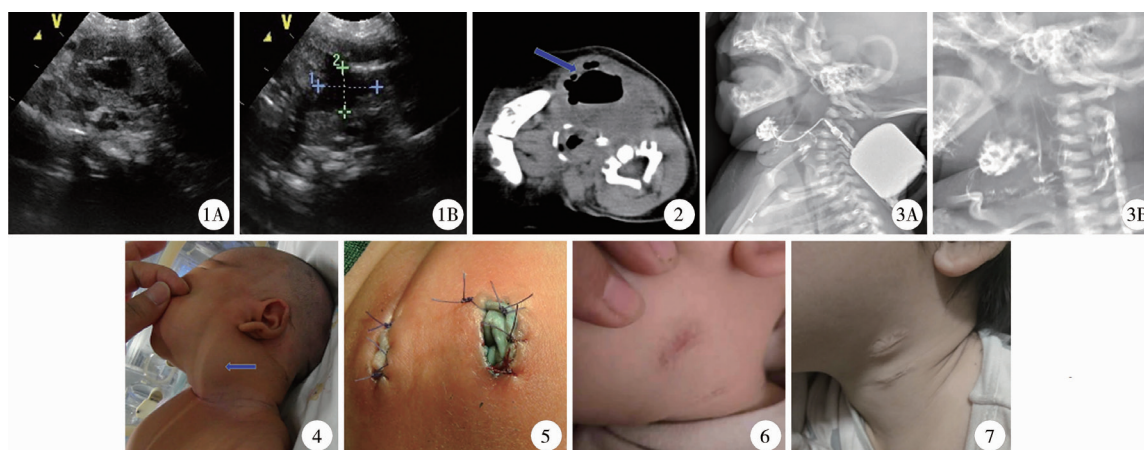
患者入院 B 超图片 1A:超声可见形态不规则的低密度区;1B:标线测量梨状窝瘘大小 图 2 患者 CT 检查结果 箭头示梨状窝瘘 CT 上显影 图 3 患者梨状窝瘘逆行造影 3A:应用注射器将造影剂注入瘘口;3B:拔除注射器后复查影像 图 4 术前患者表面征象 箭头所指处为左侧颈部肿物,局限性隆起 图 5 术后外观 生物补片分别填塞于瘘管内,以 0/5 可吸收线由外口缝合固定 图 6 术后 1 年 9 个月外观 图 7 术后 2 年外观
